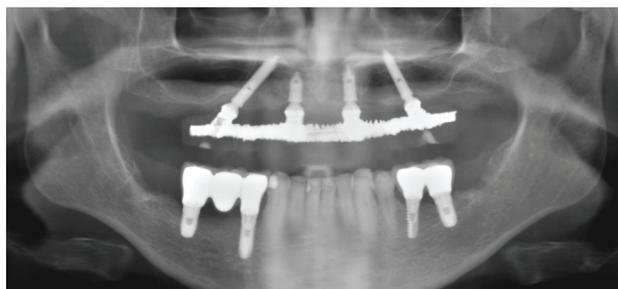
Radiografia da reabilitação concluída.
